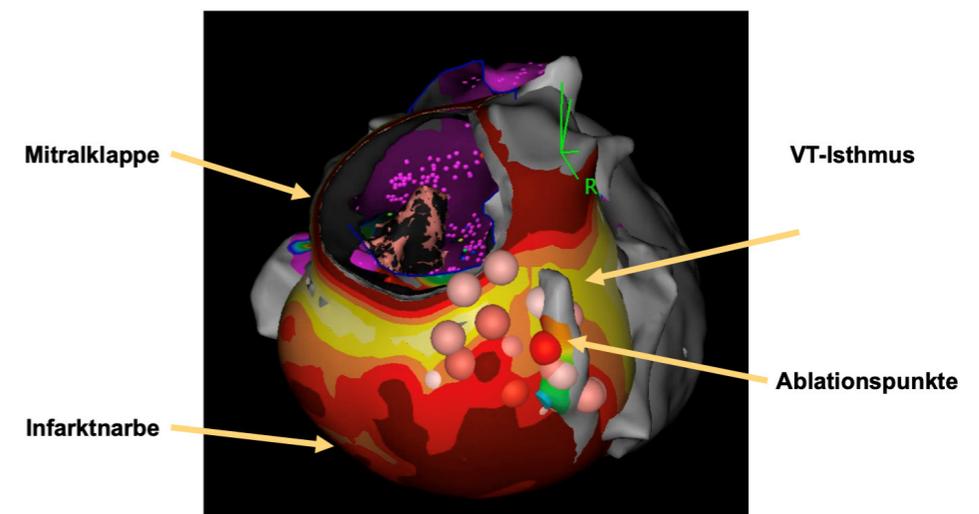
Integration der CT-basierten Bildgebung in das 3D-Mapping-System mit Ablationsläsionen zwischen der Narbe und dem Mitralklappenannulus.
